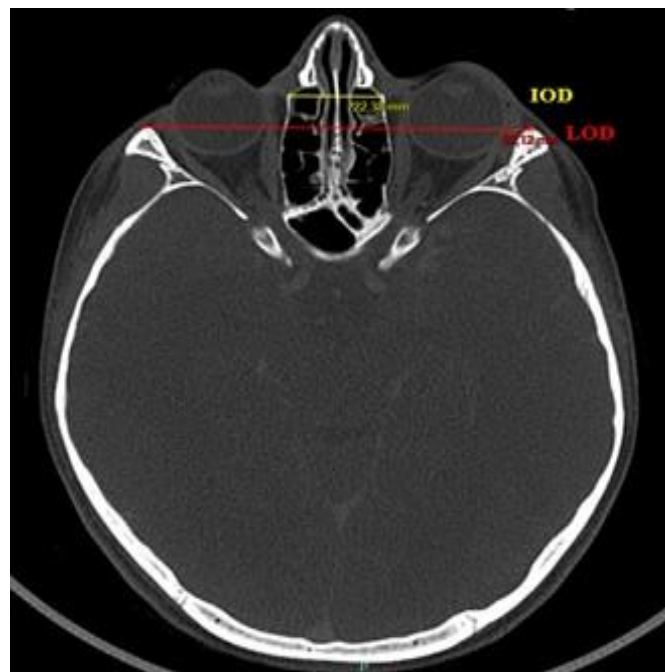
Craniofacial CT-scan, axial view (Cabanis plane). Bony inner interorbital (IOD) and bony lateral orbital (LOD) distances.^{23,24}
